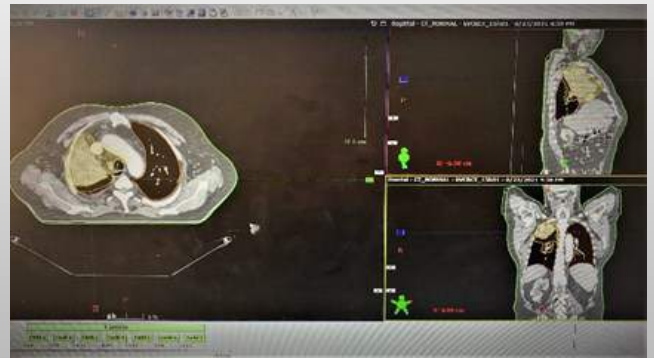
Tedavi öncesi BT görüntüsü
